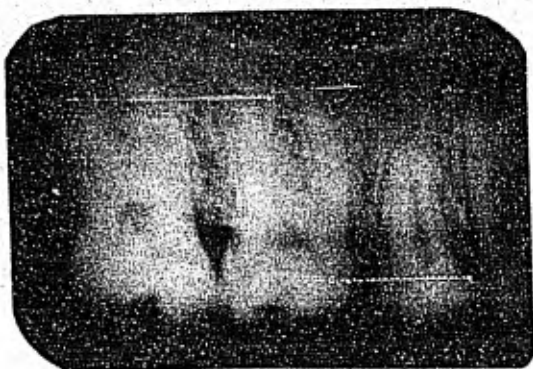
Radiografía que verificó el trastorno del tamaño del 2o. premolar superior derecho, tomando ésta con una angulación de  $(+ 30^{\circ})$
